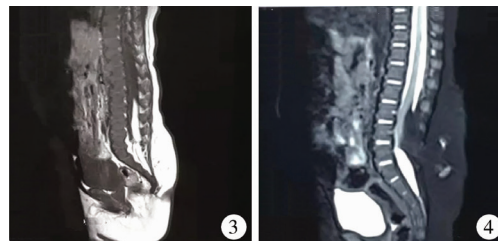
脂肪瘤型脊髓拴系 MRI T1 相 图 4 脂肪瘤型脊髓拴系 MRI T2 相
